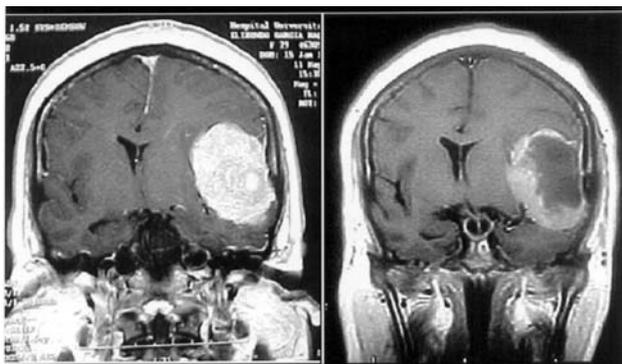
RM coronal en secuencia en T1 con gadolinium pre y posembolización, con 7 días de diferencia mostrando importante necrosis tumoral.
